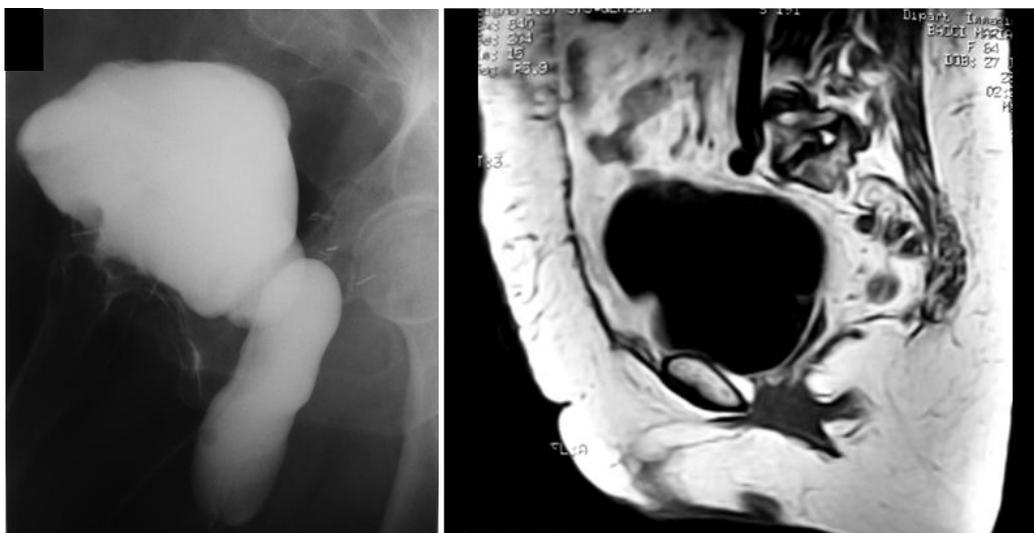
A sinistra: Rx cistografia e vaginografia. A destra: RM in proiezione sagittale. Le immagini mostrano come la vescica dopo rotondo-vaginopessi sia ancora perfettamente in sede
